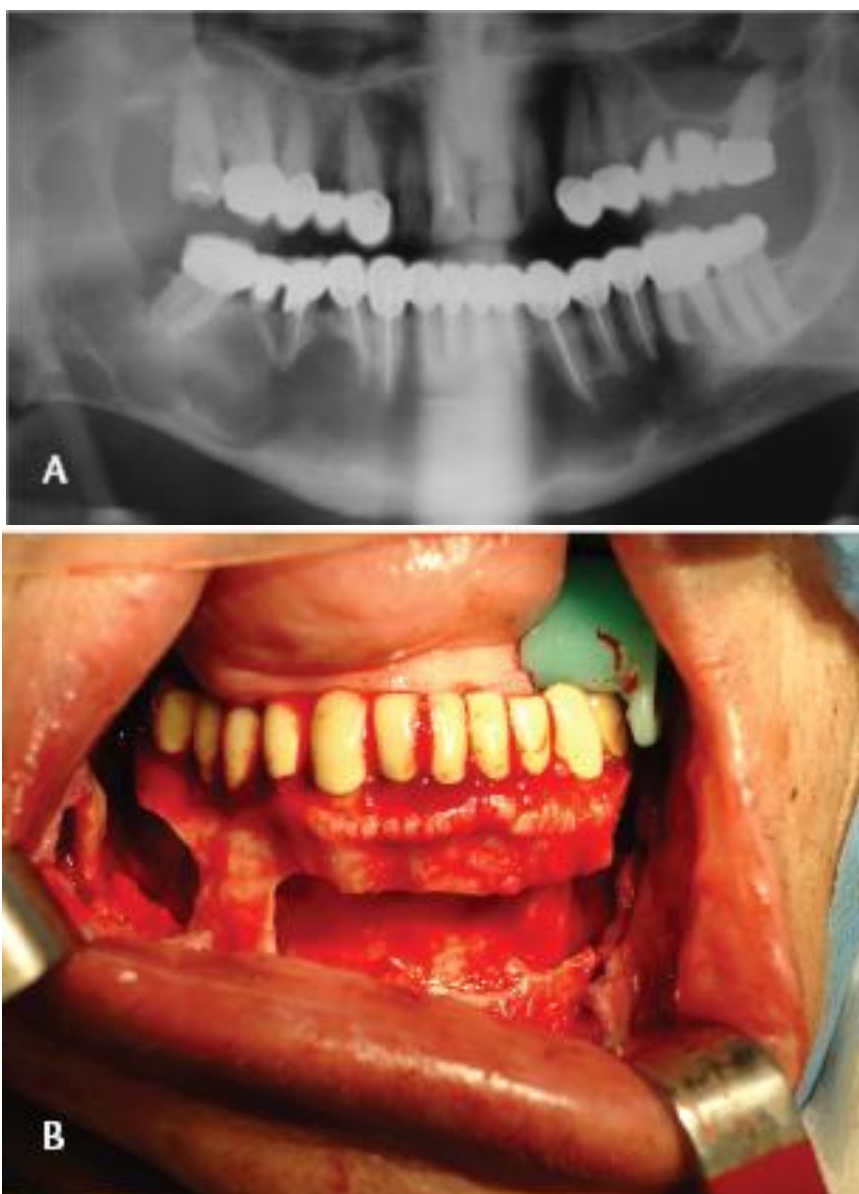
A) Queratoquiste mandibular. Aspecto en la ortopantomografía mostrando extensa afectación de la misma. B) Tratamiento quirúrgico. Exéresis y curetaje del quiste. Imagen intraoperatoria. Imagen tomada de Acero y Cols.⁷
